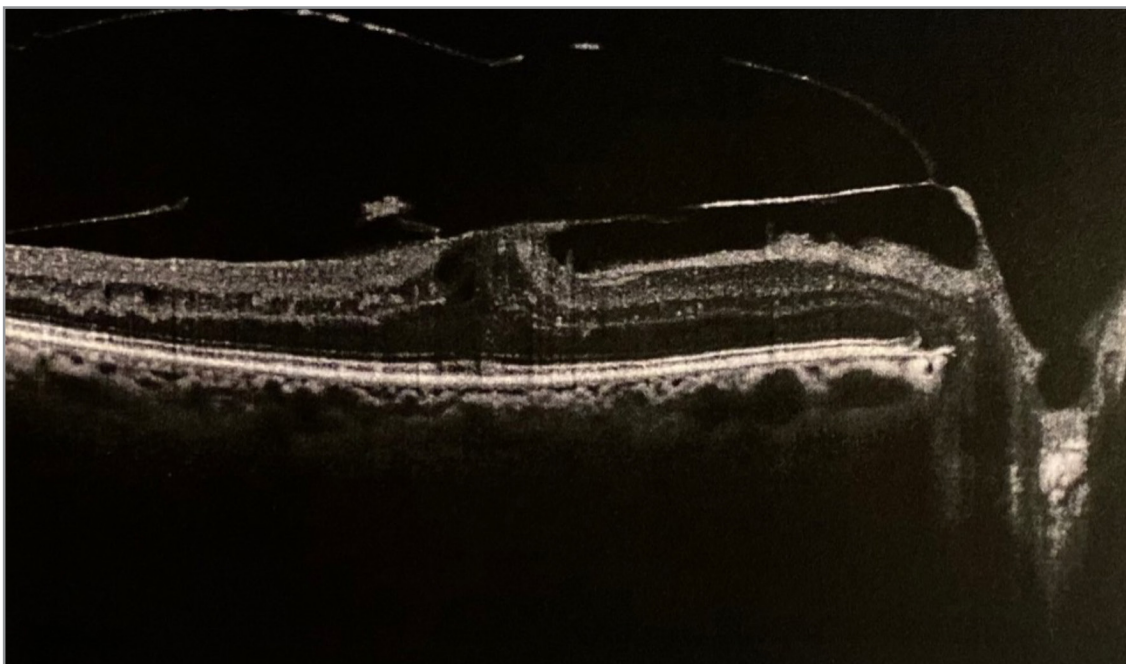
Trazione Vitreo-Maculare severa con iniziale formazione di foro maculare rilevata alla Tomografia Ottica Computerizzata (OCT)
